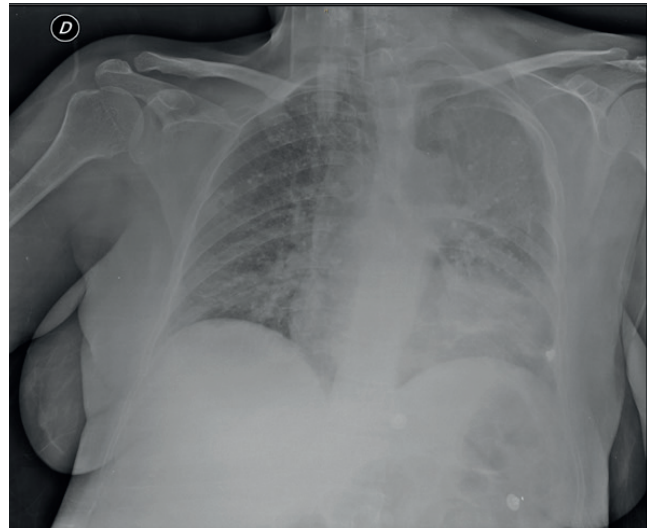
Radiografía de tórax frente: imagen con densidad de partes blandas que se proyecta en mediastino y hacia campo superior izquierdo, sin visualizar cuerpos vertebrales a esta altura.
